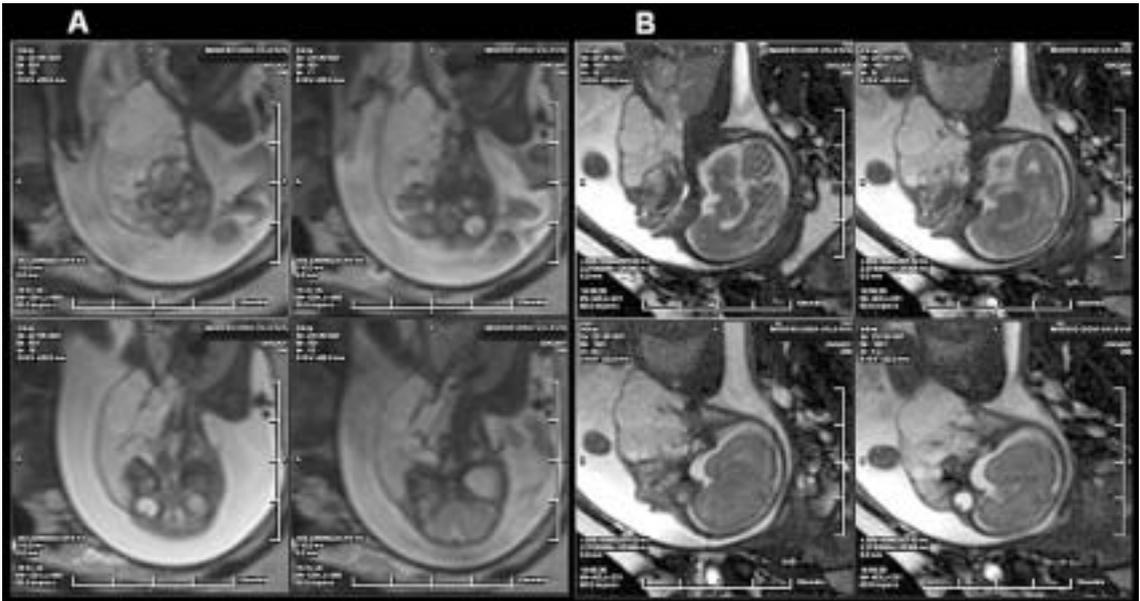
Secuencias de imágenes de resonancia magnética de un corte coronal (A) y sagital (B) del gemelo comprometido. En ella se aprecia con claridad las características y límites de la masa tumoral cervical.
